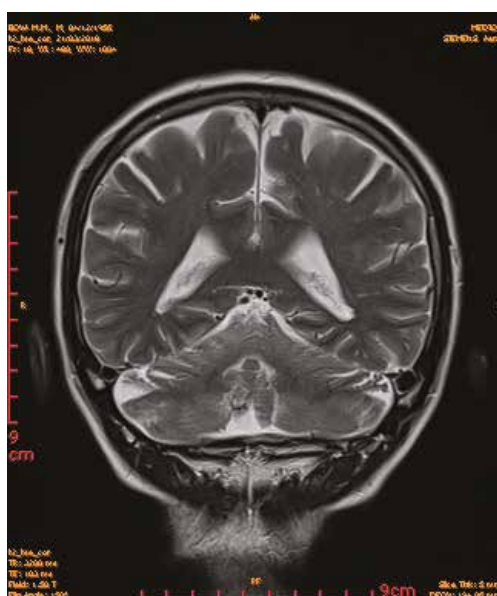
МРТ головного мозга пациента Б., 60 лет.
